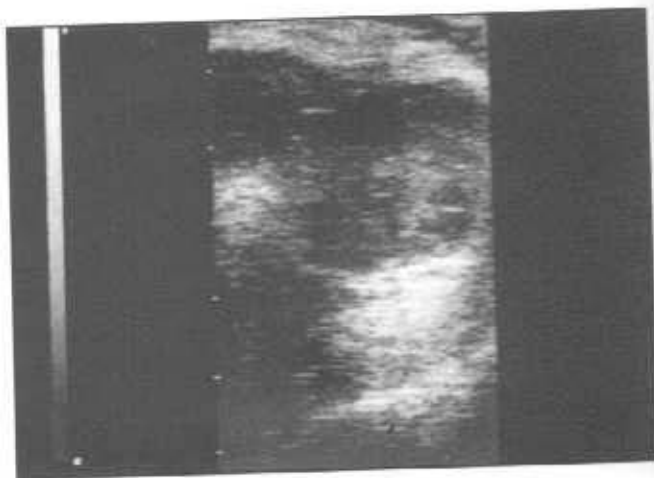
Тот же случай (9.53). ТРУЗИ (продольное сканирование): контуры железы — бугристые, капсула прослеживается нечетко, эхоструктура резко изменена за счет множественных гипо- и анэхогенных образований с неровным контуром, разделенных прослойками ткани повышенной эхогенности.
